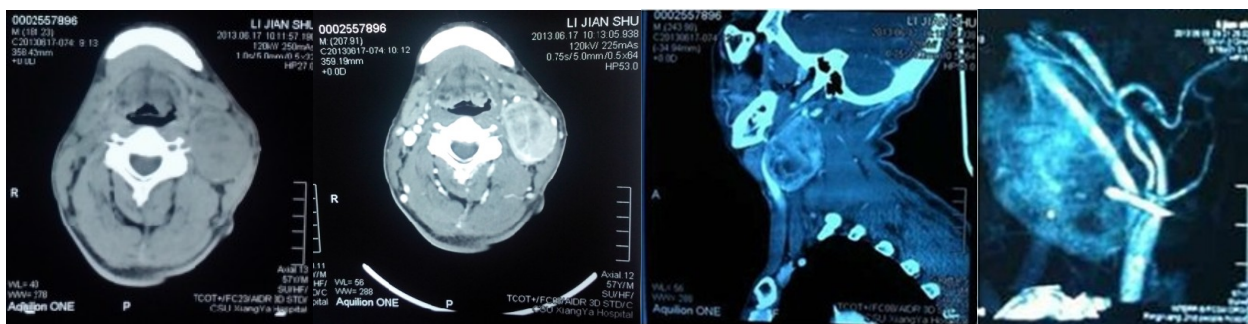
CT scan of neck shows a 4.6 × 3.2 cm size low density mass in the left carotid sheath and lower density inside the mass. The CT value is 23 - 57 HU in plain scan while the contrast enhanced CT have heterogeneous density
